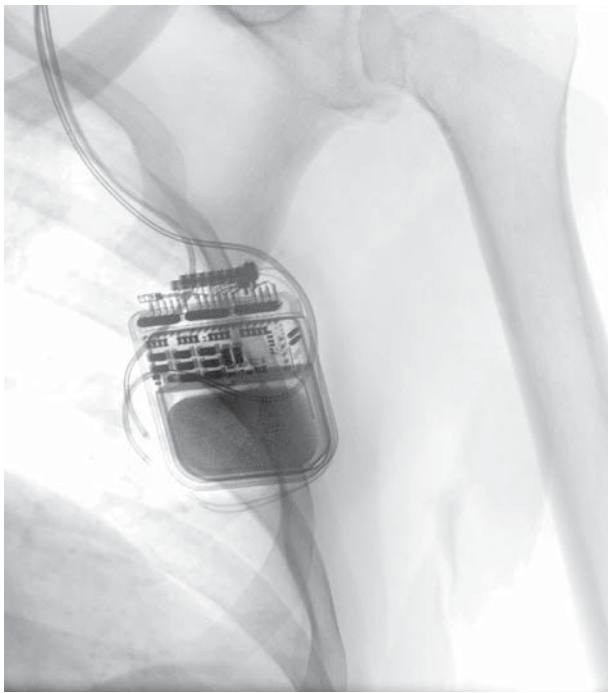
Рентгенологічний контроль розміщення нейрогенератора у лівій підключичній ділянці хворого Б.
